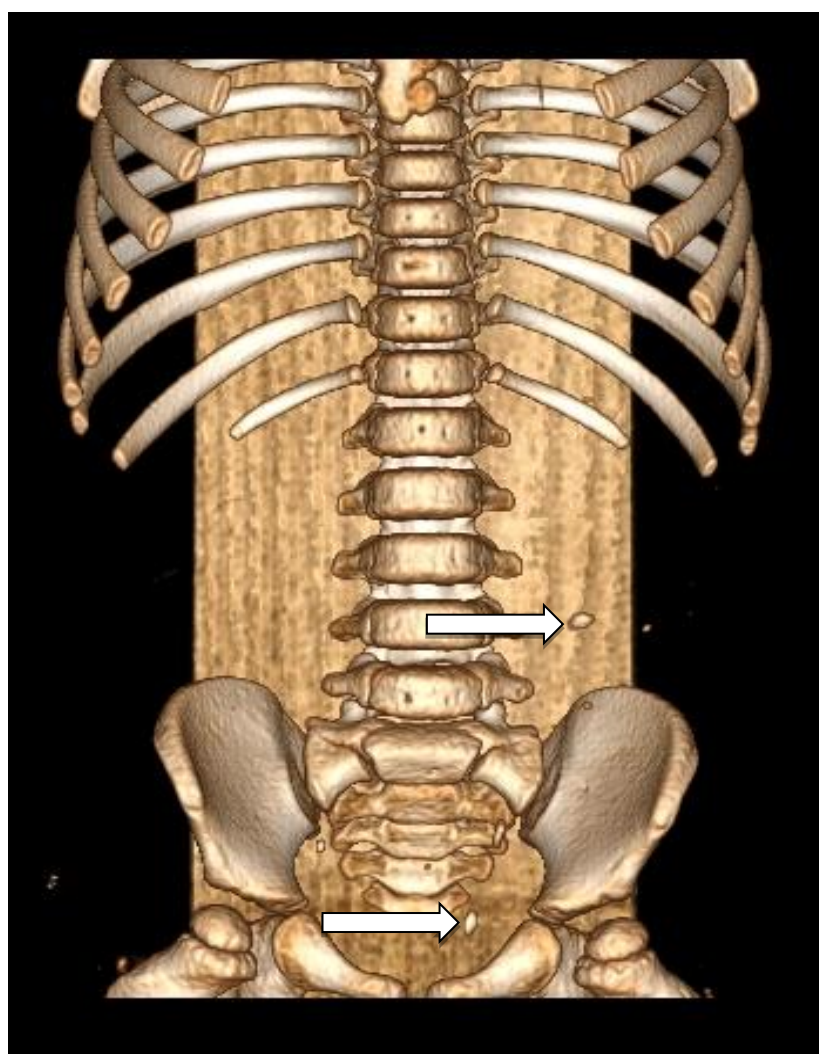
КТ мочевыводящей системы с 3D реконструкцией стрелками указаны камни уретерovesикального сегмента и средней трети левого мочеточника (Из фотоархива отделения урологии НЦПДХ)
